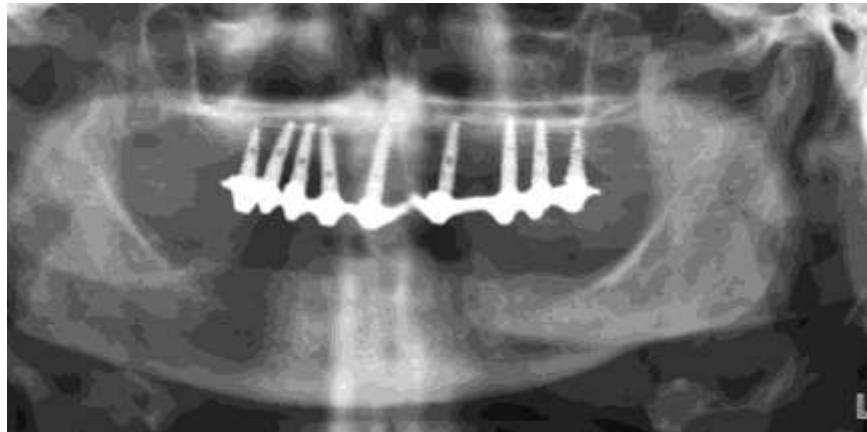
Ортопантомограма до початку лікування.
